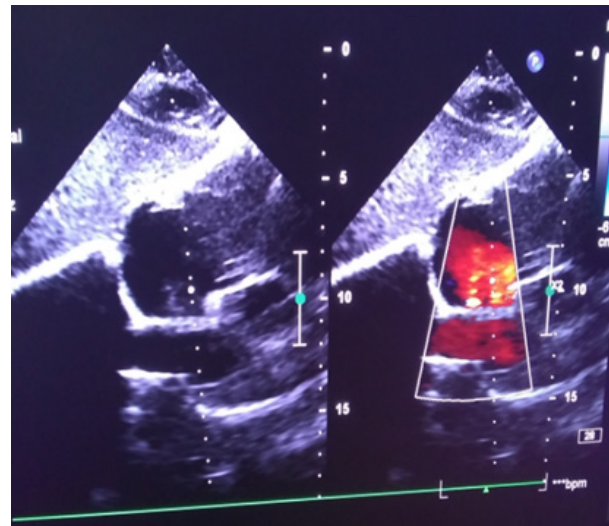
Ecocardiograma transtorácico. Se observa comunicación interauricular fenestrada
